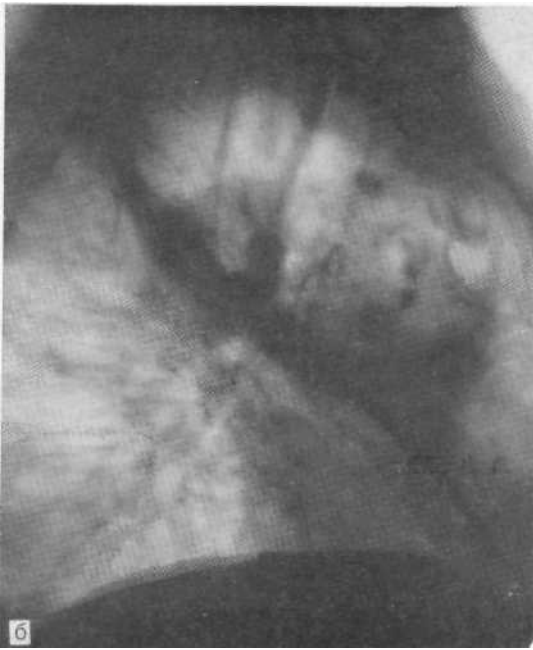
Рентгенограммы в прямой (а) и боковой (б) проекциях. Инфильтративный туберкулез (казеозная пневмония). Гигантская полость распада с уровнем жидкости на дне и секвестрами, занимающая всю верхнюю долю справа. Обсеменение в правое и левое легкие.
